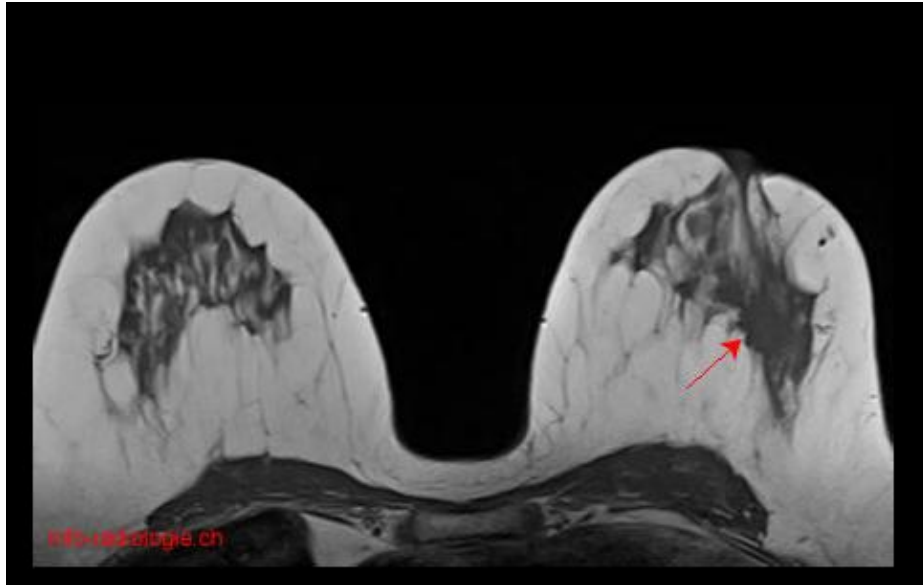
Image IRM des seins en coupe axiale, pondération T1 : flèche : cancer
